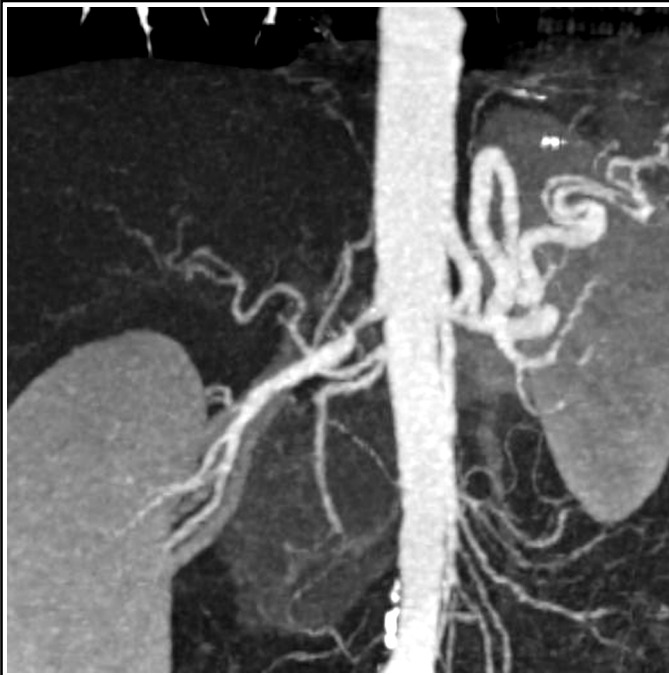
Angio-CT : deux vues 3D d'une sténose serrée de l'artère rénale droite.
